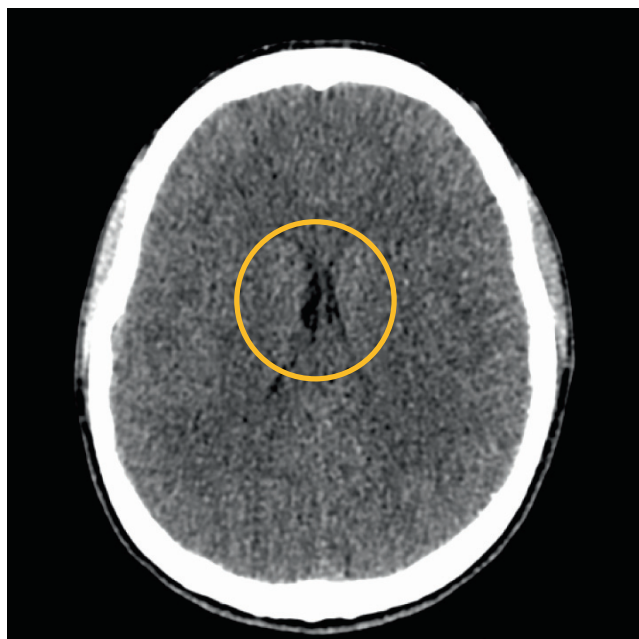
МСКТ головного мозга в первые часы после получения травмы. Визуализируется сужение боковых желудочков мозга, субарахноидальные щели вдоль больших полушарий не прослеживаются
